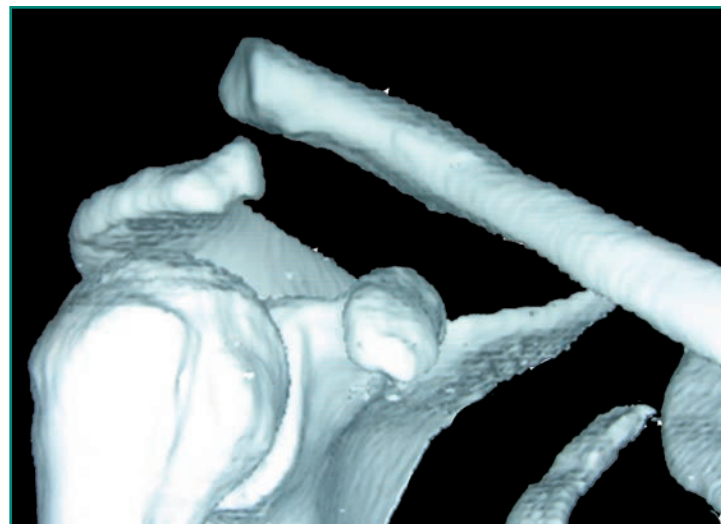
TC 3D de luxación acromioclavicular grado III.
